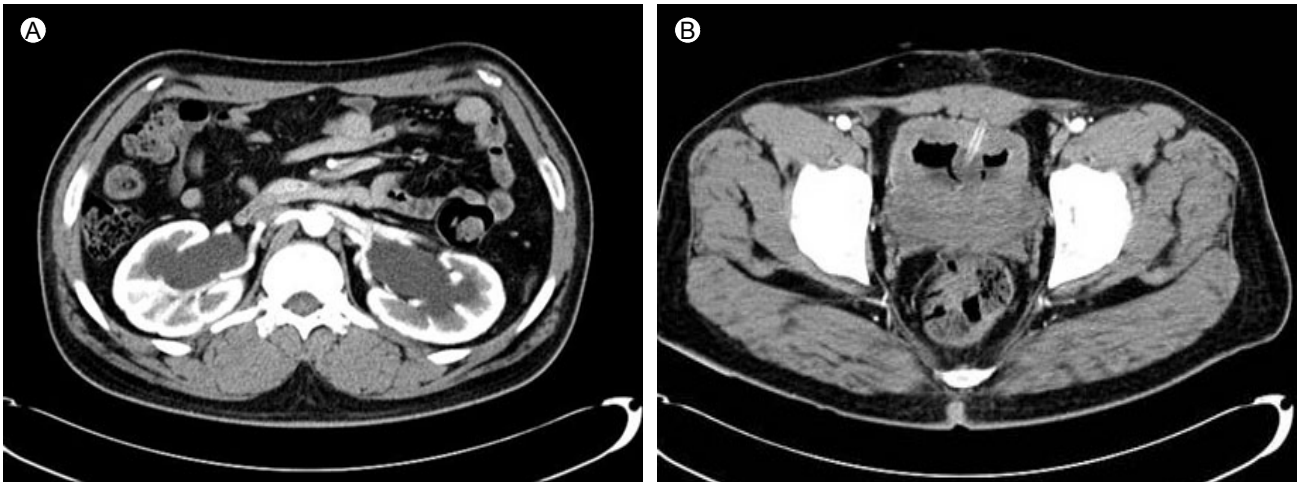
Abdominopelvic computed tomography findings at presentation (A) Bilateral hydronephrosis (B) Diffuse bladder wall thickening.
